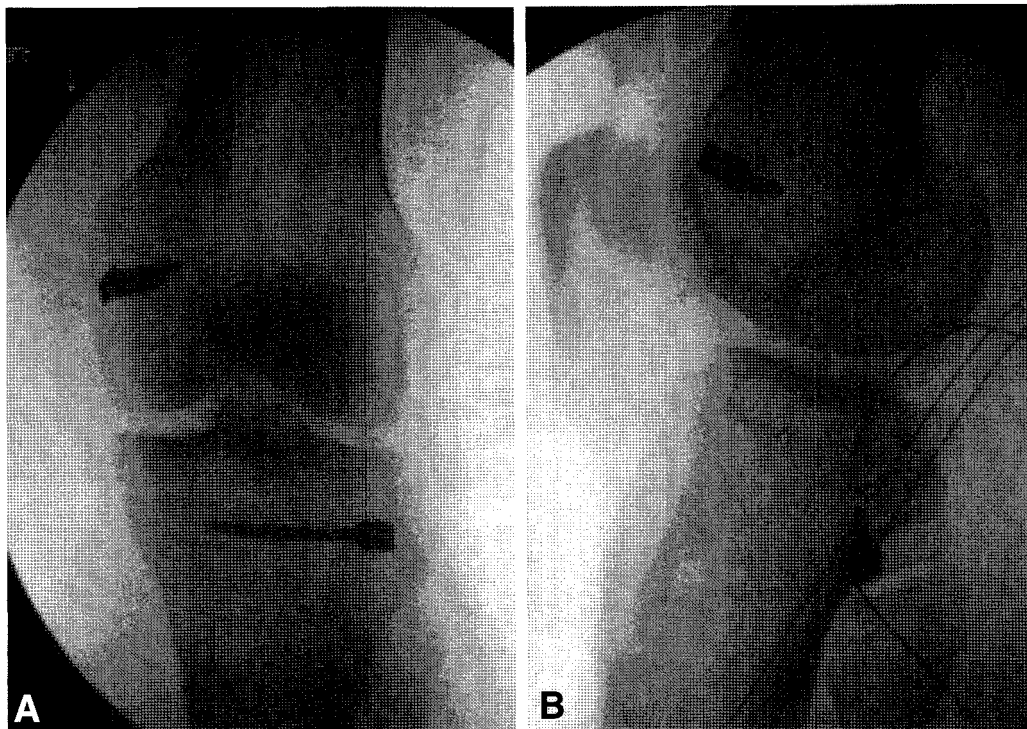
Postoperative X-ray show that the TransFix implant is positioned at proximal posterior tibia.
